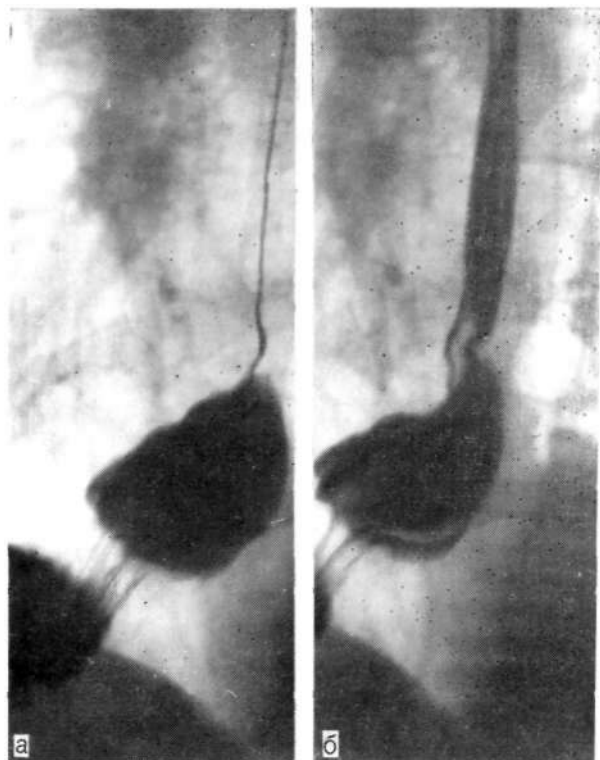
Прицельные рентгенограммы приобретенного короткого пищевода при фиксированной аксиальной грыже пищеводного отверстия.
